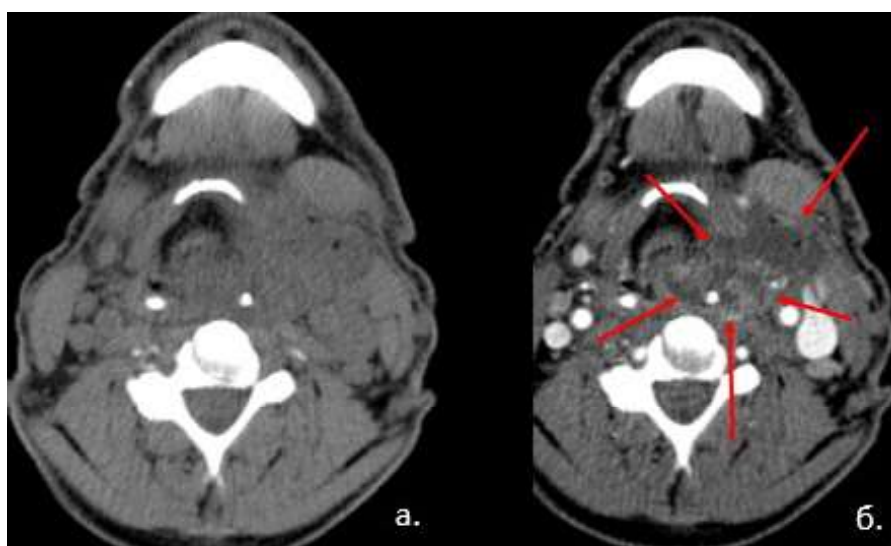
КТ, аксиальная плоскость. Ключевые КТ-признаки воспалительных изменений клетчаточных пространств: а: нативное исследование – зона уплотнения в поднижнечелюстном и жевательном пространствах слева; б: исследование с контрастным усилением – появление признаков контрастирования псевдокапсулы с отсутствием контрастирования его центральной части, что в совокупности характерно для абсцесса
